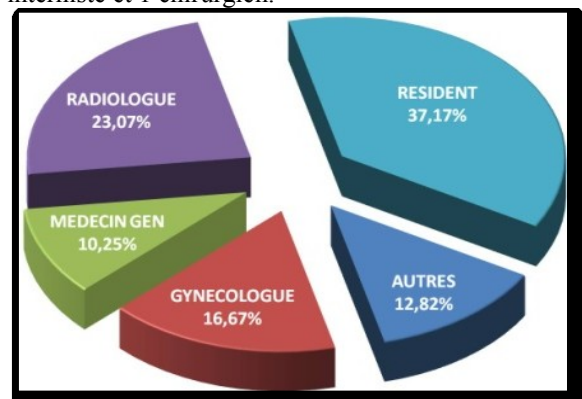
Répartition des échographistes selon leurs qualifications.
